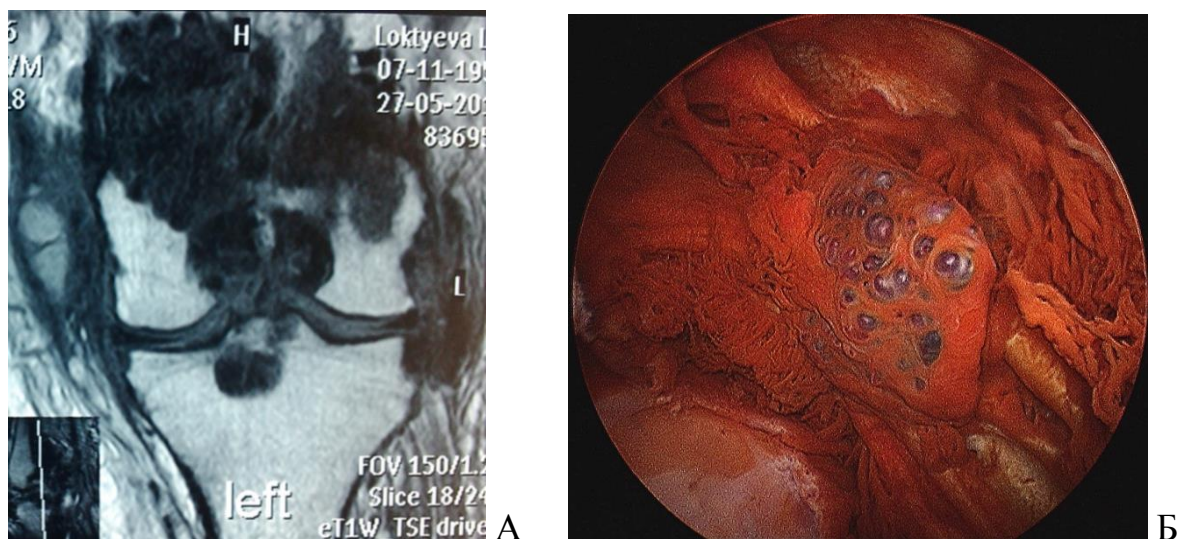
Фото. Пацієнтка Л., історія хвороби №528888, ДПВНС КС. Діагностували за даними МРТ-зображень ДПВНС (А), що було підтверджено під час діагностично-лікувальної артроскопії (Б).
